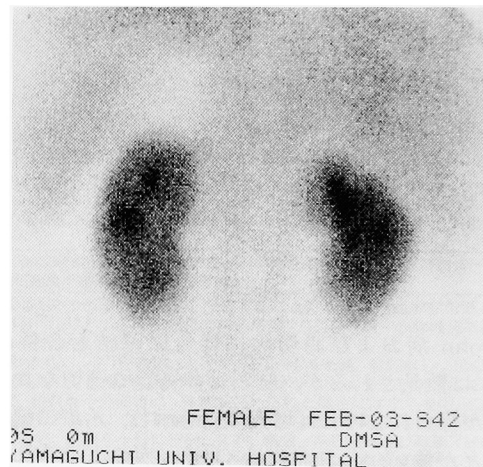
^{99m}Tc-DMSA scintigraphy (1996.9.17) showed slight loss of uptake in the left kidney before ESWL treatment.
